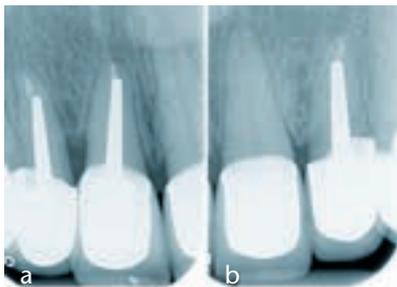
Abschluss-Röntgenbilder nach Zementieren.
